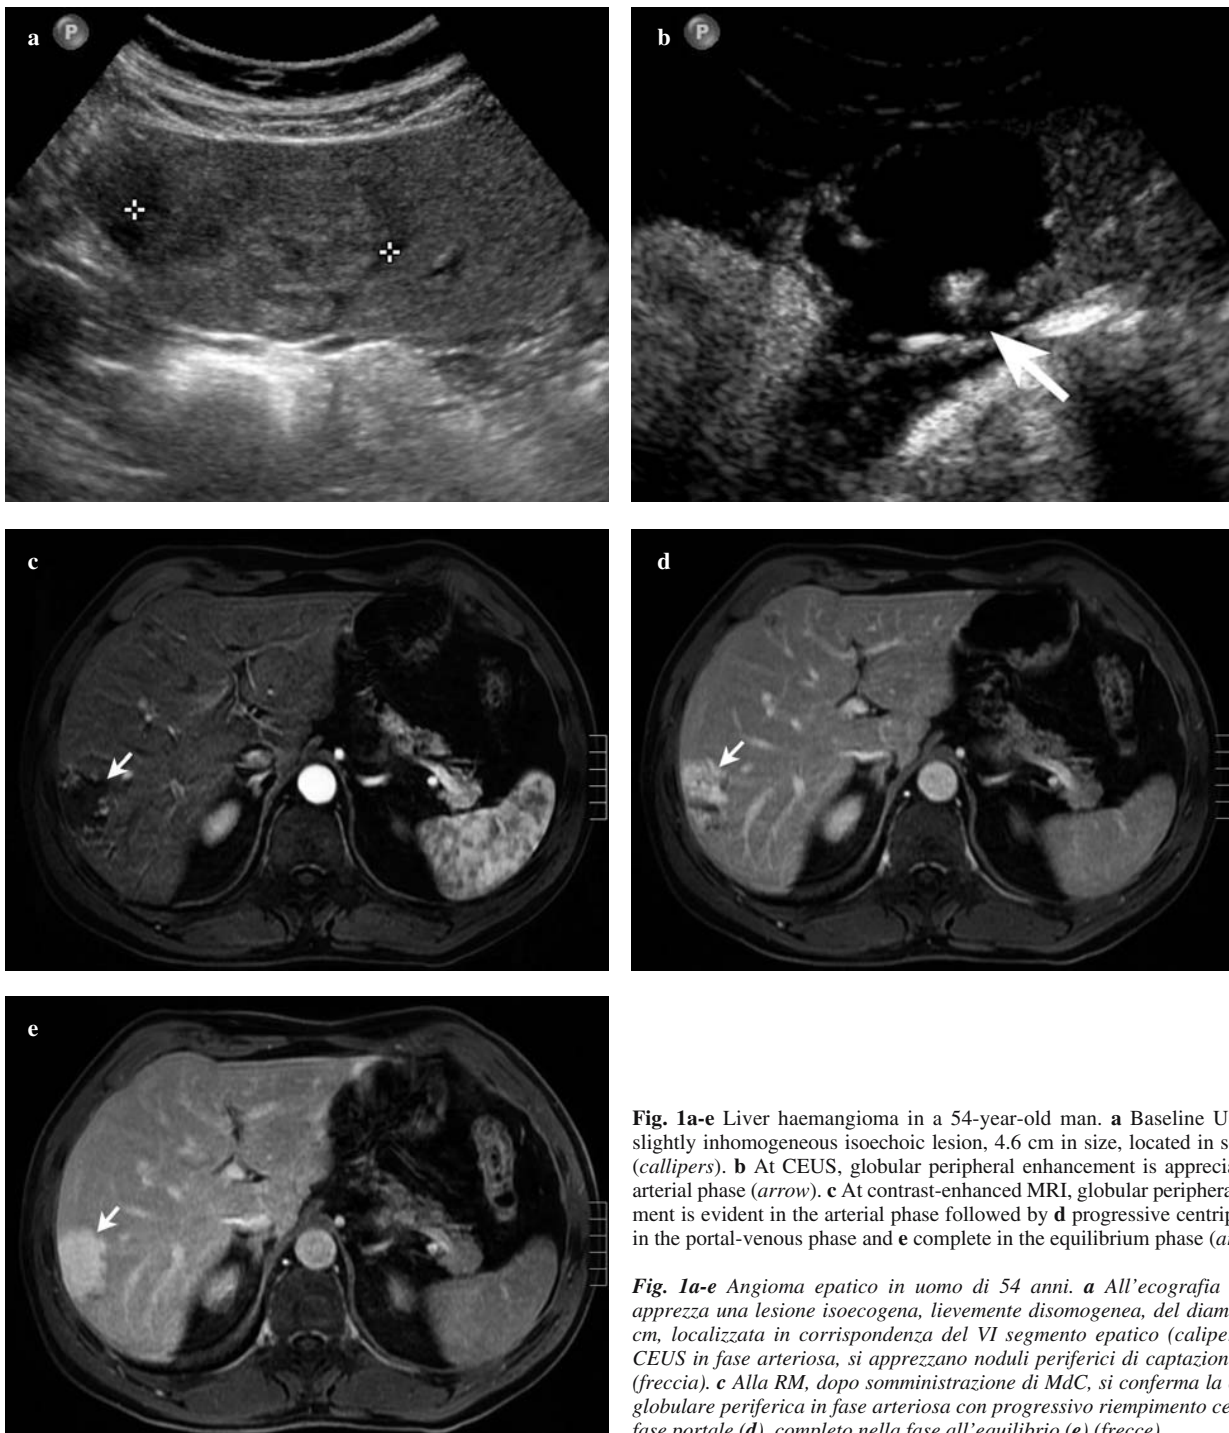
Liver haemangioma in a 54-year-old man. a Baseline US shows a slightly inhomogeneous isoechoic lesion, 4.6 cm in size, located in segment VI (callipers). b At CEUS, globular peripheral enhancement is appreciable in the arterial phase (arrow). c At contrast-enhanced MRI, globular peripheral enhancement is evident in the arterial phase followed by d progressive centripetal fill-in in the portal-venous phase and e complete in the equilibrium phase (arrows).
